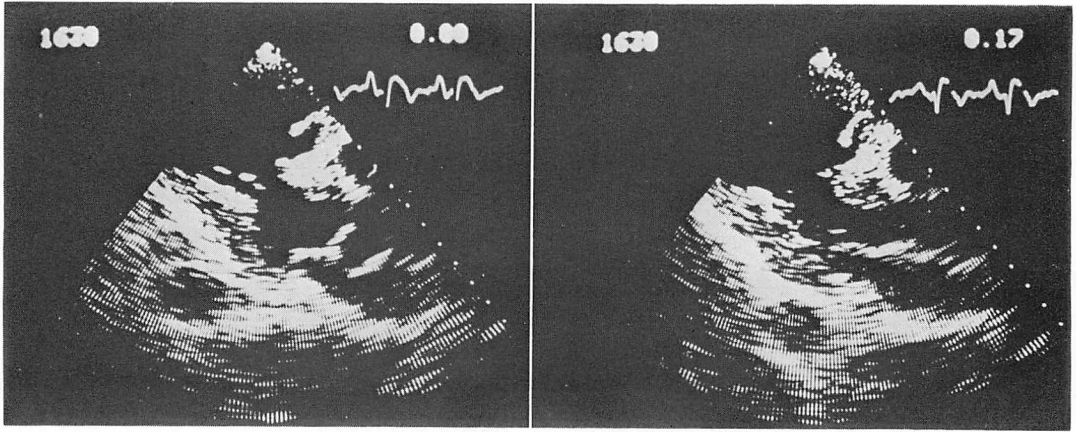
Cross-sectional echocardiograms from Case 1 after cerebral embolism.
